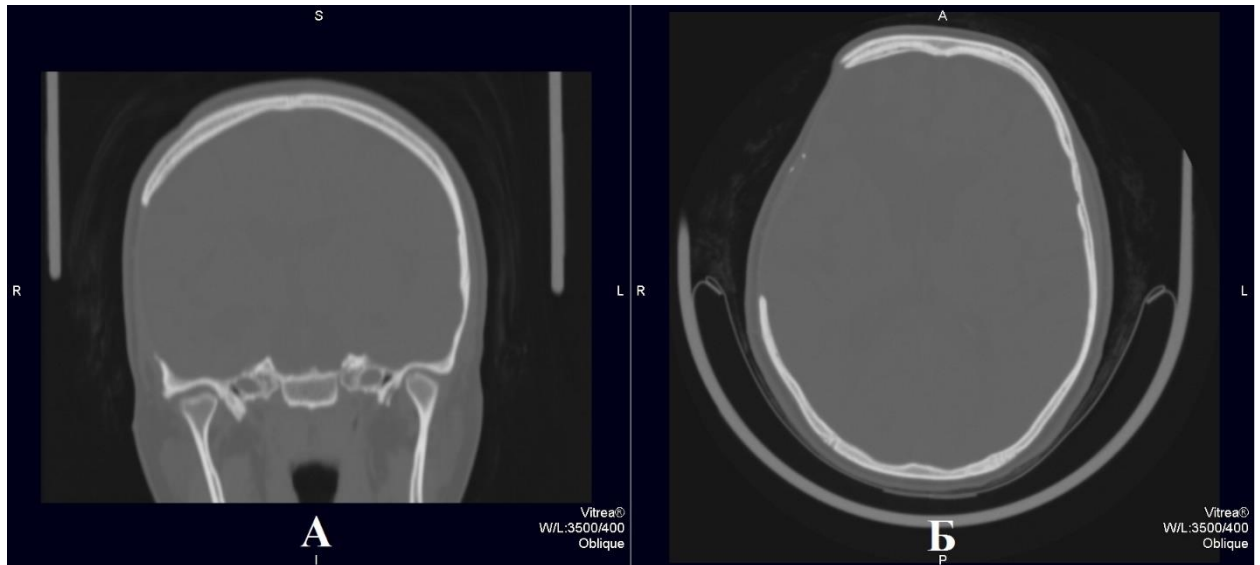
МСКТ головы до операции: А – аксиальная плоскость; Б – фронтальная плоскость. Визуализируется обширный костный дефект костей черепа в правой лобно-теменно-височной области с умеренным западением мозгового вещества ниже уровня дефекта на 1,5 см
